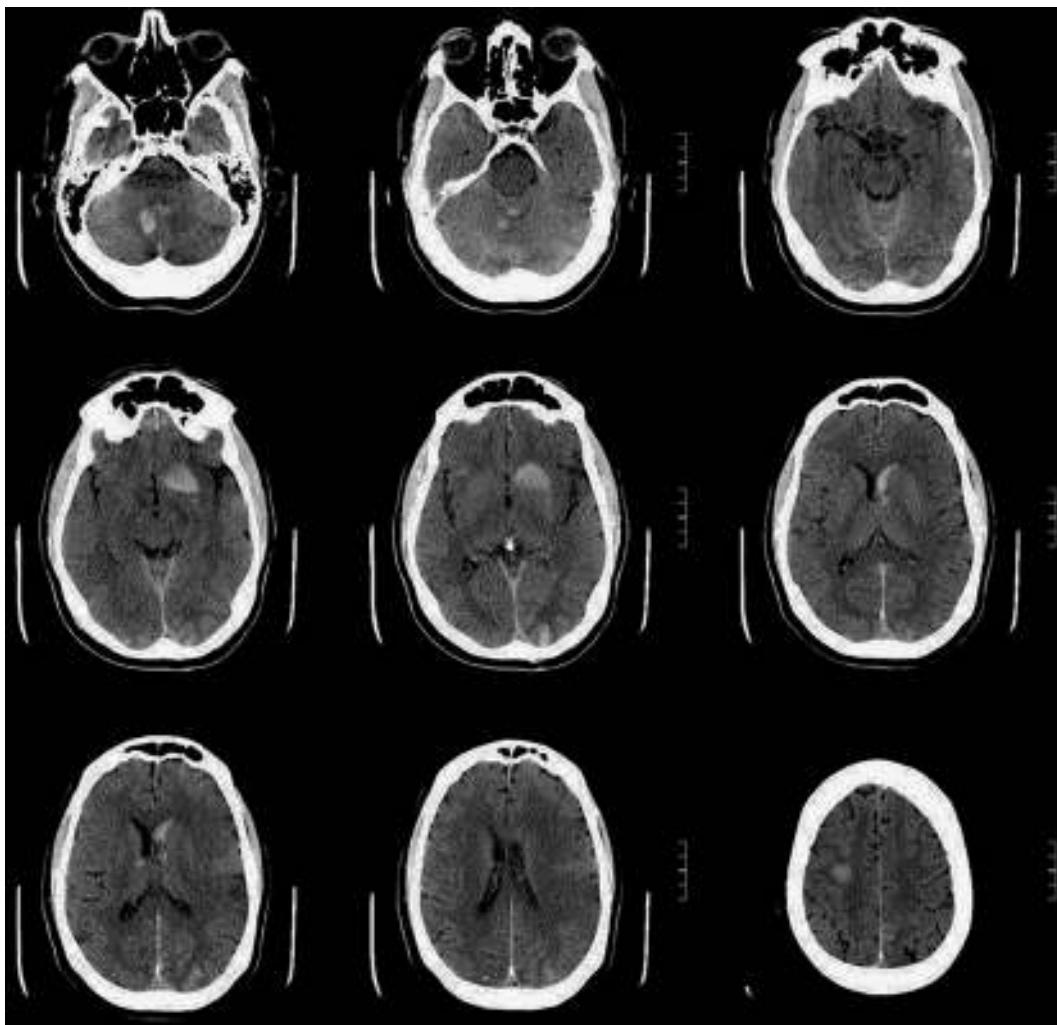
TC craneal simple cortes axiales: múltiples focos hemorrágicos.
